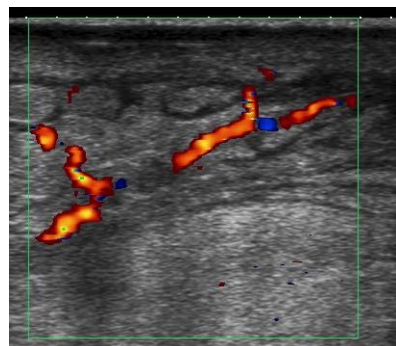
Hiperemia por celulitis. Ecografía modo Doppler color. Hiperemia del TCS por celulitis.
